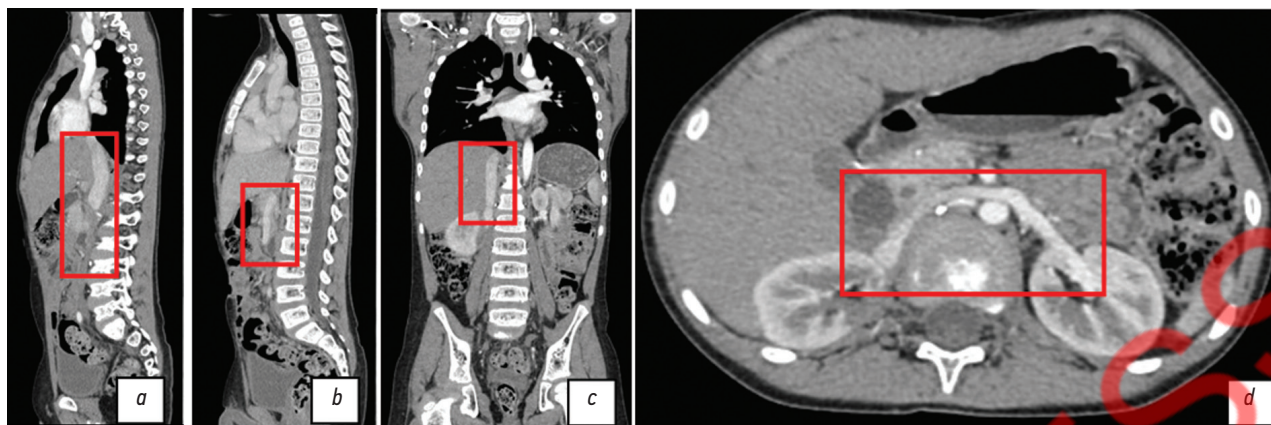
Компьютерная томография с контрастированием в динамике, данные исследования за 2024 г.: *a* — контрастирование нижней полой вены в проекции печеночной области; *b* — контрастирование нижней полой вены в подпеченочной области; *c* — отсутствие наполнения контраста в тромбированном сегменте нижней полой вены; *d* — сохранение почечного кровотока
